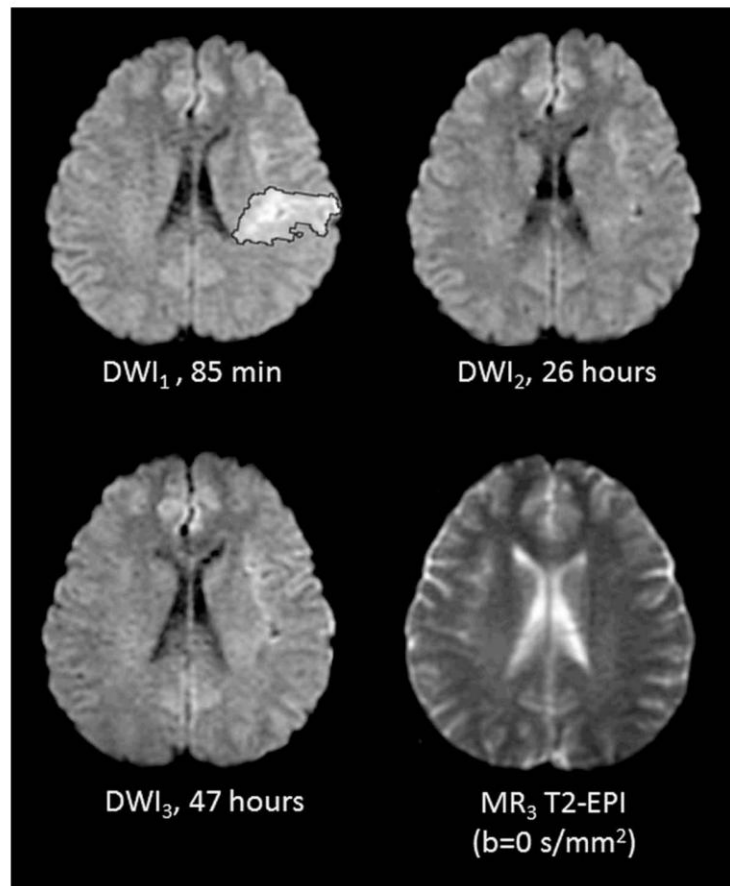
Sustained diffusion-weighted imaging (DWI) reversal. DWI₁ showed a hyperintense lesion in the left middle cerebral artery territory in this patient presenting with right hemiparesis and dysphasia (National Institutes of Health Stroke Scale [NIHSS]=12). After thrombolysis, the whole DWI lesion reversal observed on DWI₂ was sustained on DWI₃, without corresponding signal changes on T2-weighted images. The 24-hour NIHSS was 0.
